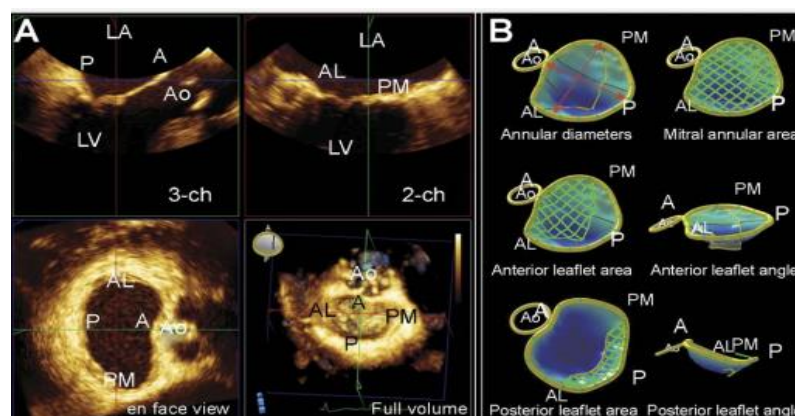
Ecocardiografia tridimensională standardul de aur în evoluția valvulopatiilor degenerative [14]
